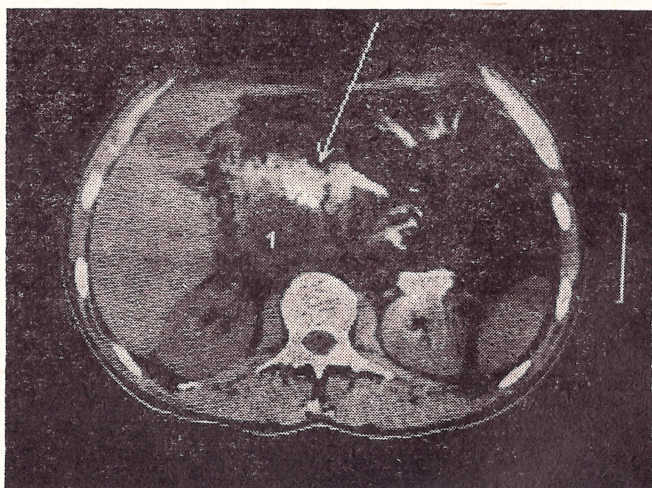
КТ. Хронический панкреатит:
